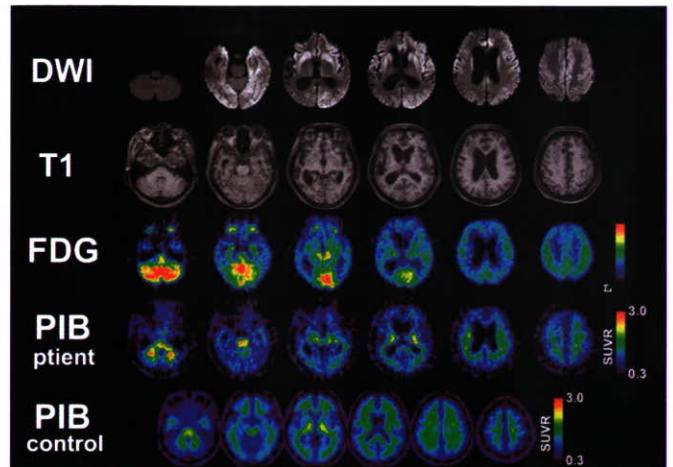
症例 2 の形態・機能画像。DWI: 拡散強調画像。T1: T1 強調画像。FDG:  $^{11}\text{F}$ -Deoxyglucose PET。PIB: Pittsburgh Compound B。Patient: 本例、control: 正常対象。DWI 高輝度に一致し、T1 強調像で皮質腫大が存在する。同部は FDG で代謝低下を認める。PIB は陰性である。
